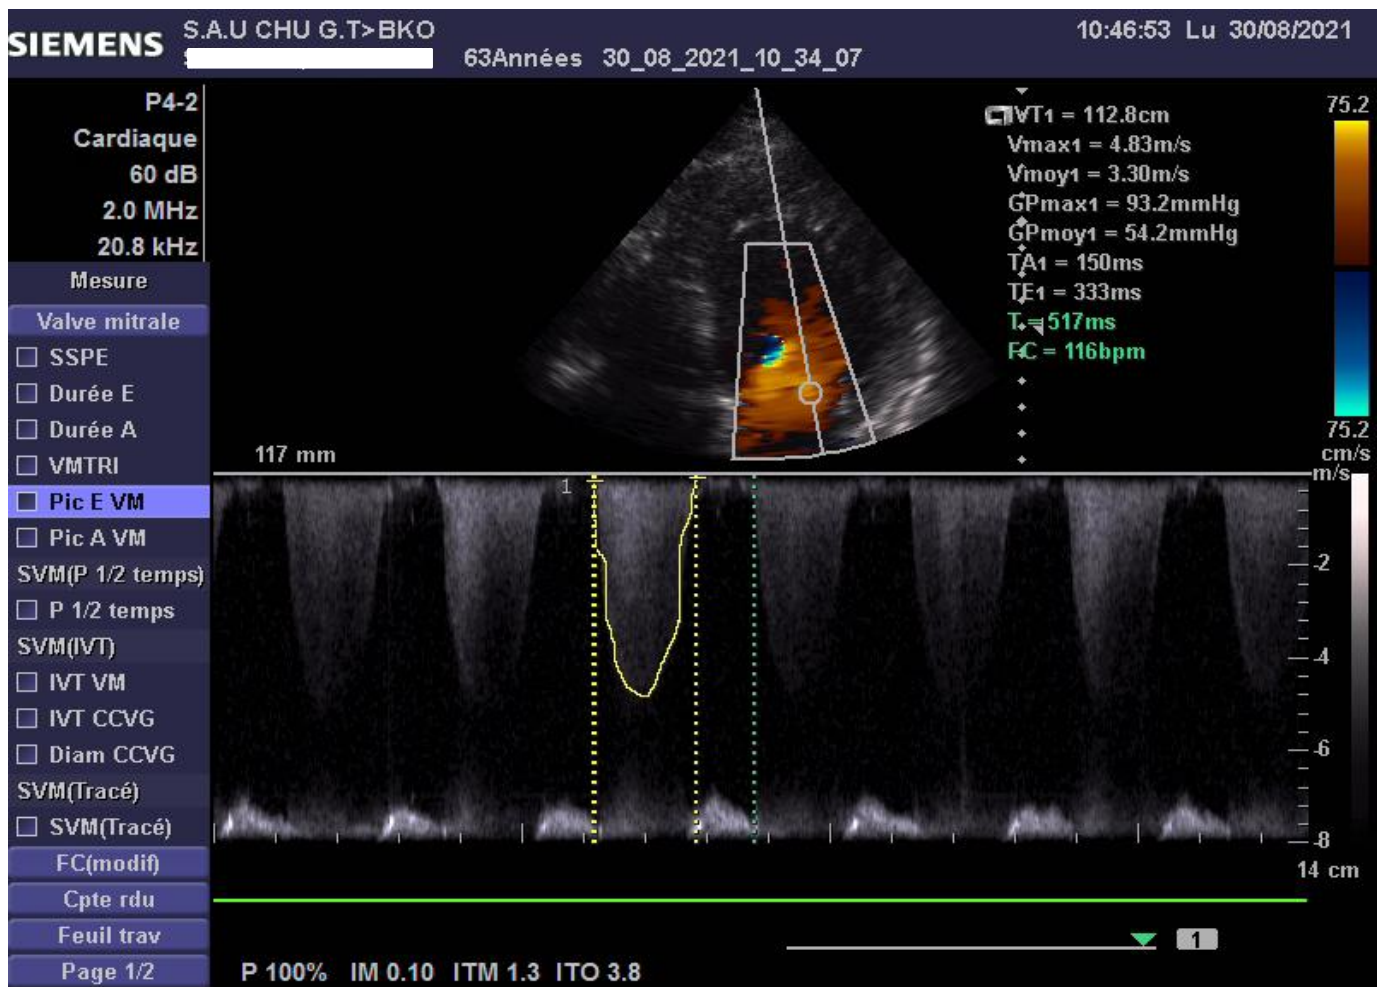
Exemple d'une fuite mitrale significative en Doppler couleur.
